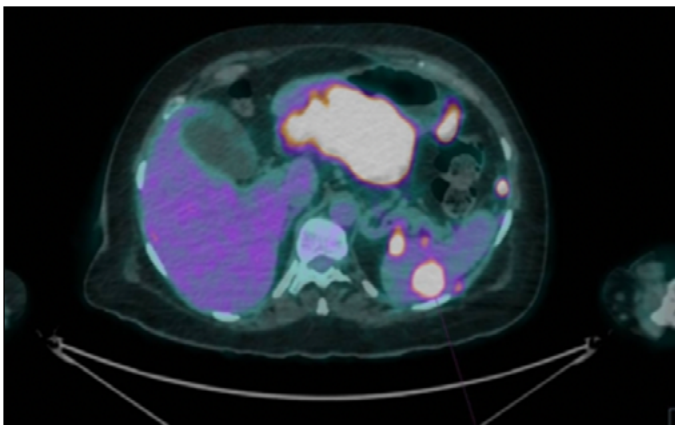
PET-TC al diagnóstico. Imagen a nivel gástrico con actividad metabólica.
